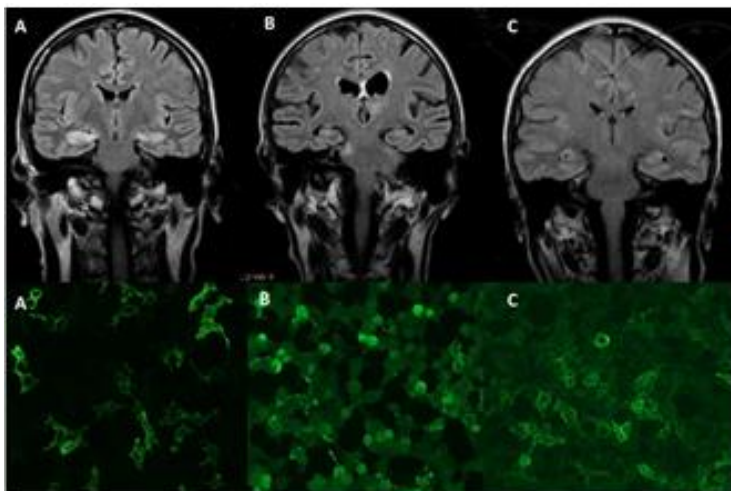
МРТ и иммунореактивность ЦСЖ при исследовании на биочипах с НЕК-клетками, трансфицированными поверхностными нейрональными антигенами.
